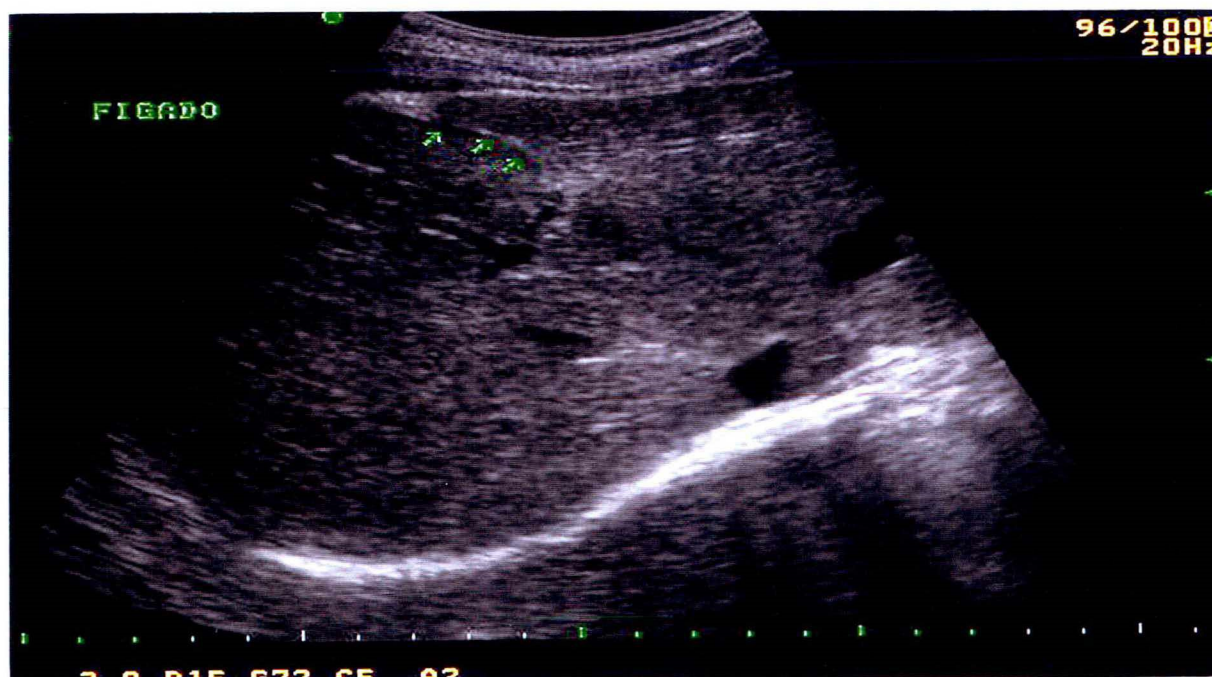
Imagem de USG abdominal mostrando septo fibroso intra-hepático.
